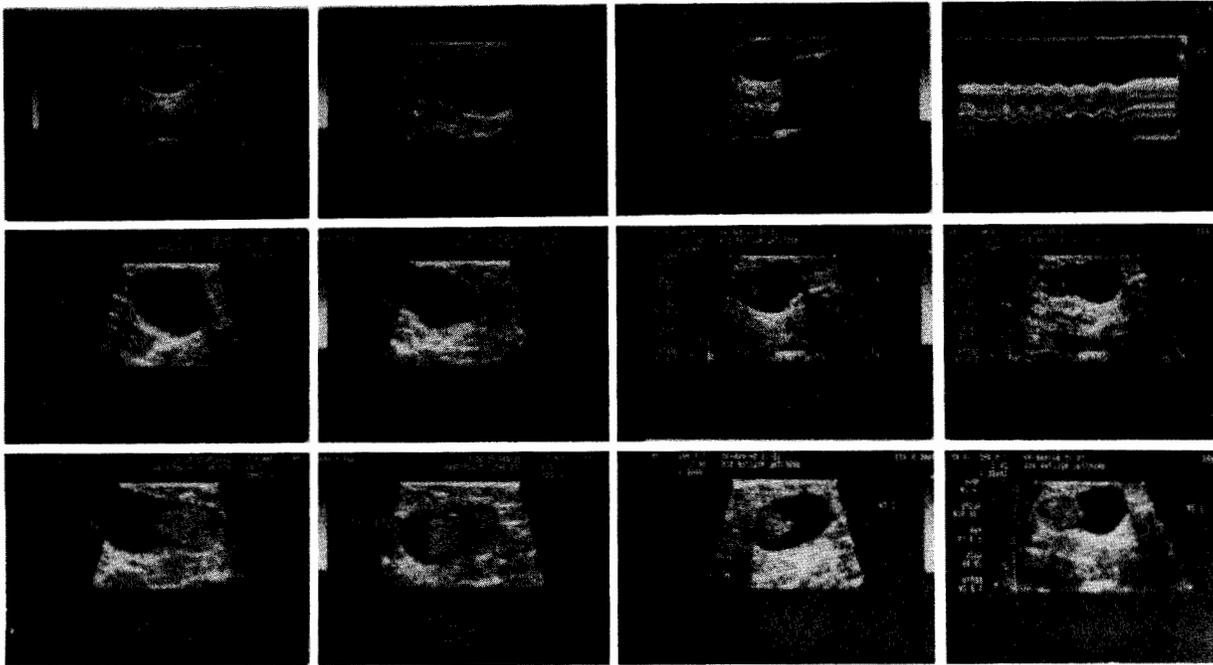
Ecografía en tiempo real: crecimiento intraquistico con CDIS.
